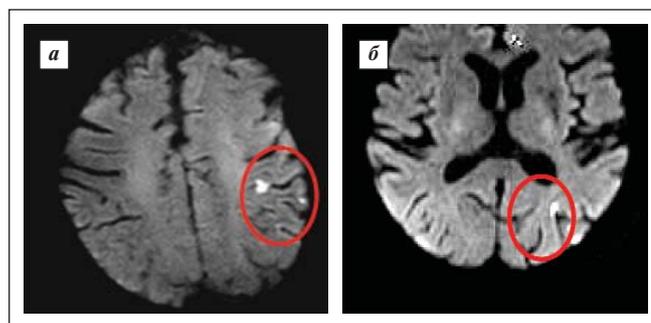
Острые очаги ишемии (по данным диффузионно-взвешенной МРТ головного мозга через 24 ч после вмешательства): а – в субкортикальном белом веществе теменной доли левого полушария; б – в корковом веществе затылочной доли левого полушария большого мозга
